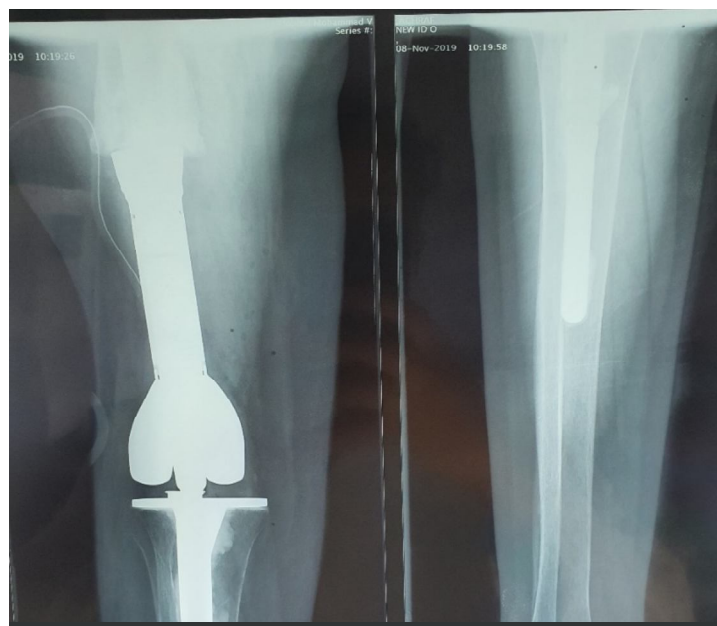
radiographie standard d'une megaprothèse du genou droit
